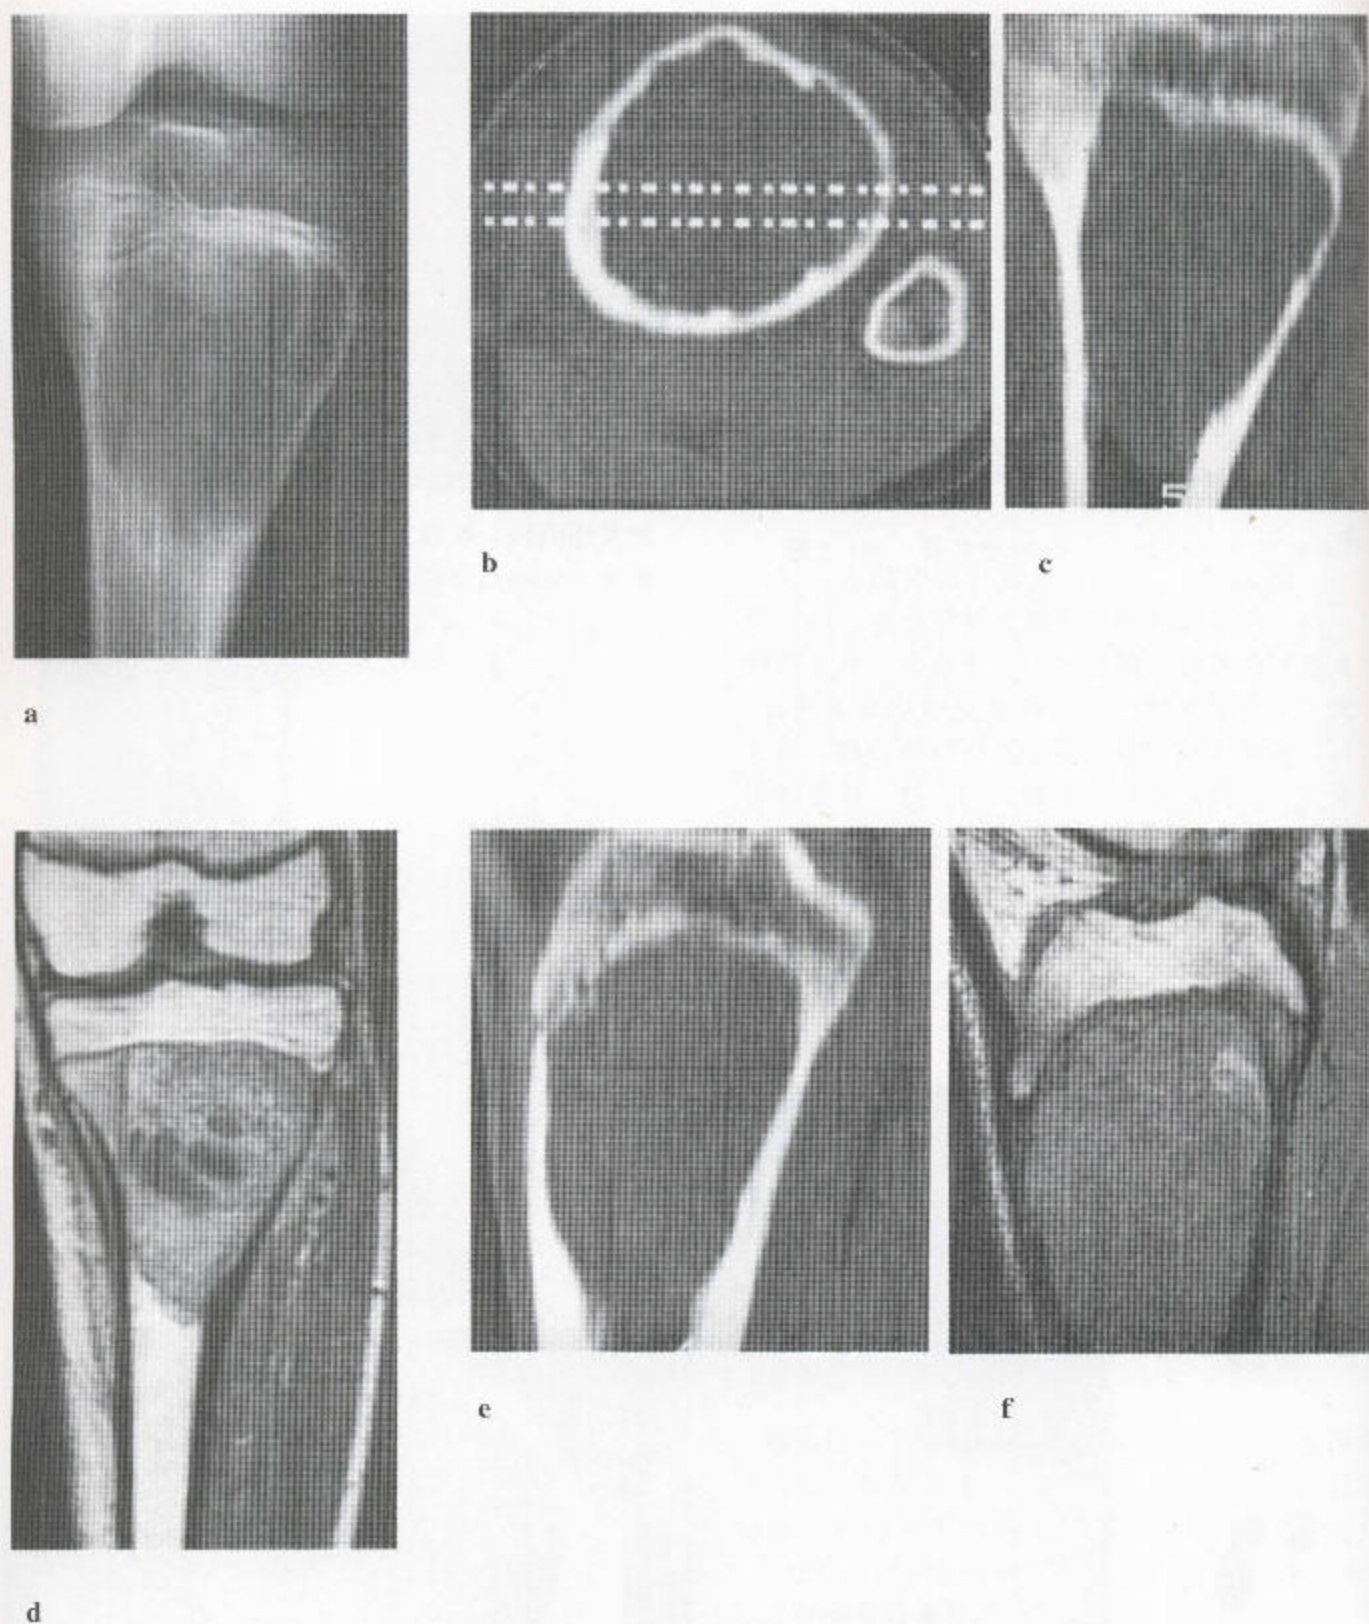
毛细血管扩张性骨源性肉瘤 (a) 胫骨近端干骺部可见一广泛的溶骨性损害, 无新骨形成迹象。(b) 轴位 CT 扫描证实这一单纯溶骨性病变内无矿化, 冠状位 CT 重建 (c) 也一样。(d) 冠状位 T_1 加权 MR 像 (注射造影剂钆后) 显示病变大部分强化, 伴一些坏死区。(e) 矢状位 CT 重建扫描又一次证实了无矿化。(f) 对应于 (c) 平面的矢状位 T_1 加权 MR 序列 (注射造影剂钆前) 显示有一软组织块, 占据着髓腔。
